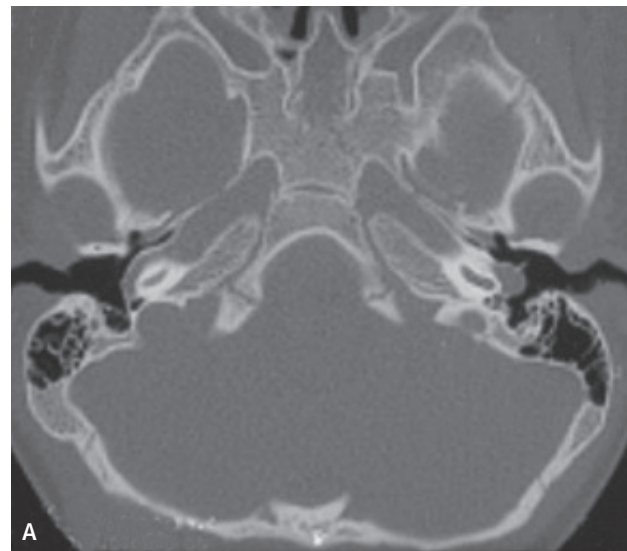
A) Tomografía computada sin contraste, imagen axial. Muestra masa densidad de partes blandas retrotimpánica izquierda. B) Relación de la carótida interna con el oído medio en tomografía computada, aberrante (izquierda) y normal (derecha).
